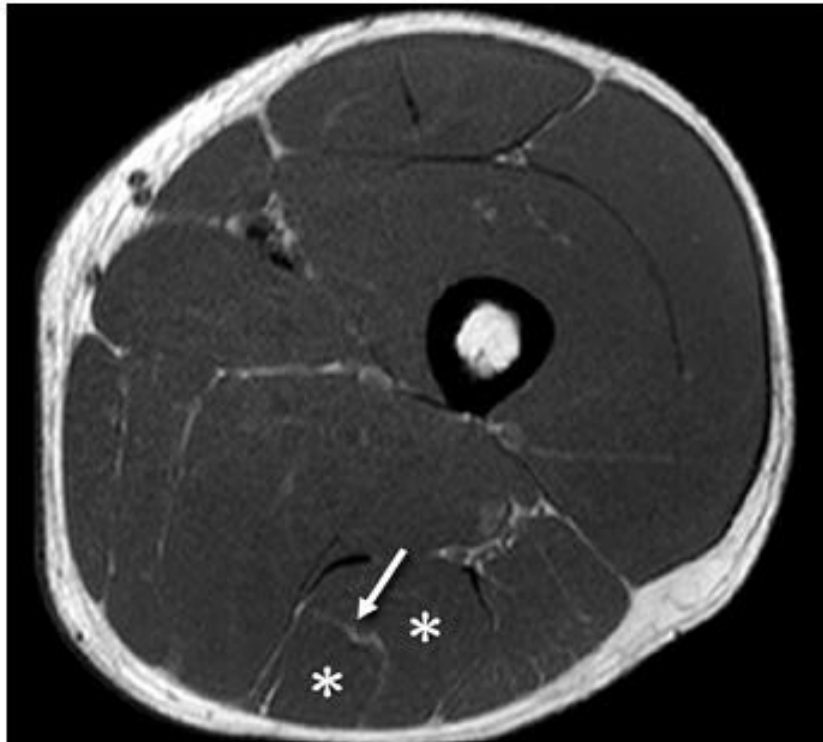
Radio-anatomie IRM normale du muscle semi-tendineux.
